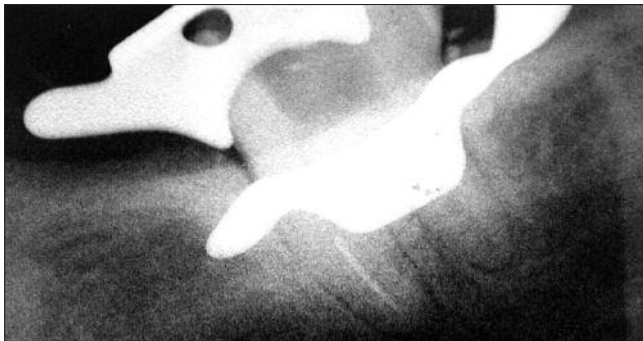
Radiografia revelando instrumento fraturado
